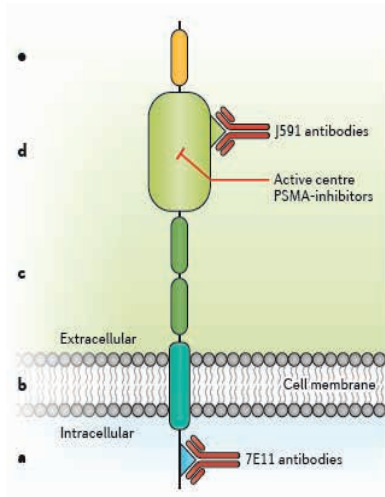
Prostate Specific Membrane Antigen - PSMA*
